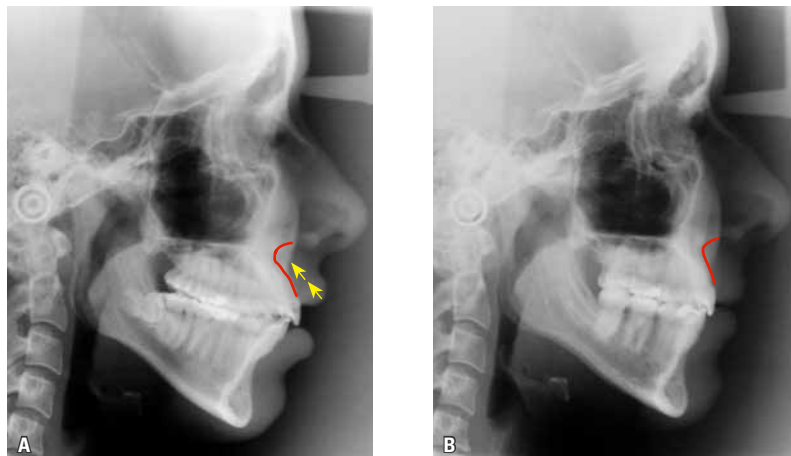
A) Presença do fundo de sulco alveolar anterossuperior profundo, decorrente da protrusão dentoalveolar. As setas indicam a direção de deslocamento do lábio superior durante o sorriso. Comparação entre as radiografias cefalométricas inicial (A) e final (B), evidenciando a alteração do contorno alveolar anterior, decorrente da retração dos incisivos superiores.
